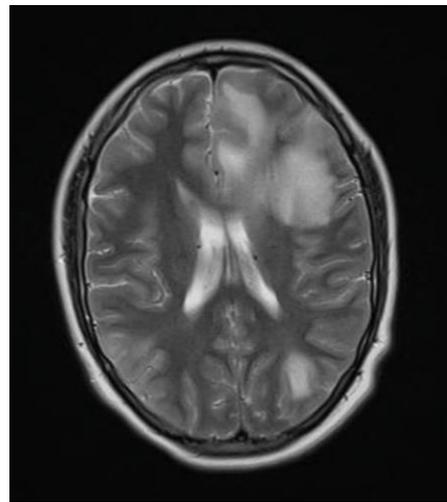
Resonancia cerebral
